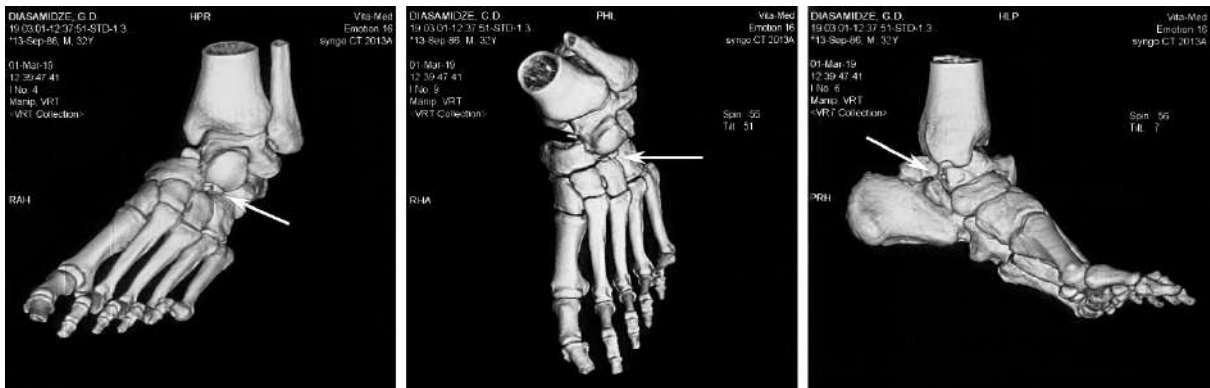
Фотовідбитки КТ стопи в 3D реконструкції при надходженні
